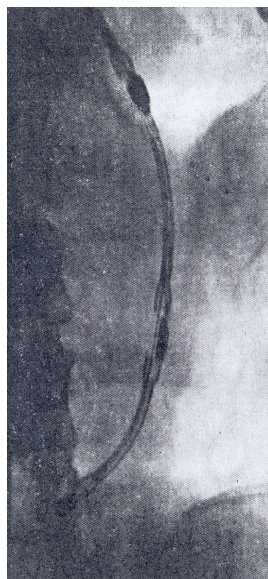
Рентгенограмма больной С. Традиционное правильное положение рН-зонда с тремя оливами в желудке.
